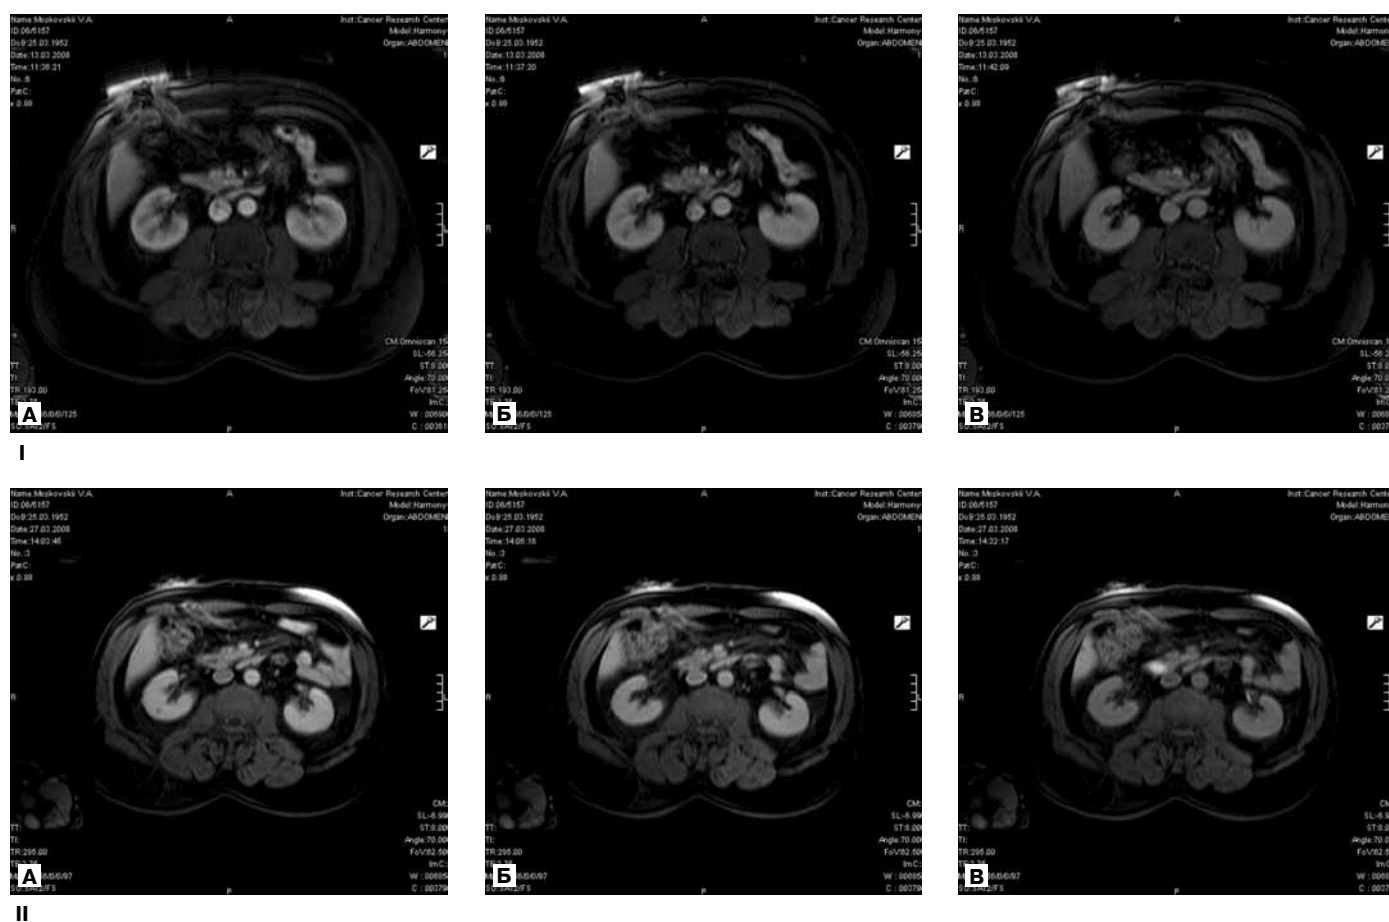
МРТ в аксиальной проекции (Т1) брюшной полости больного М., 73 лет.
